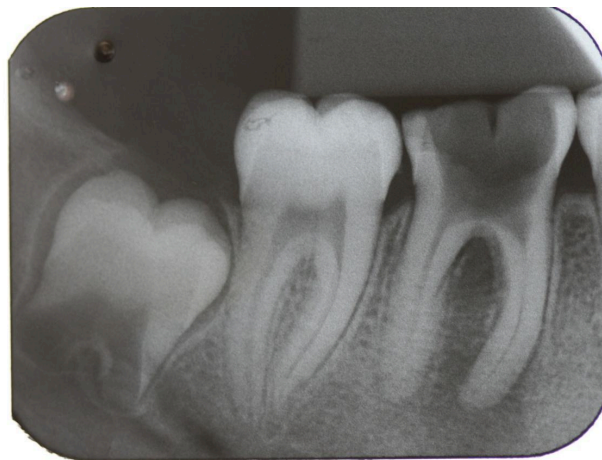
radiografia de diagnóstico.
